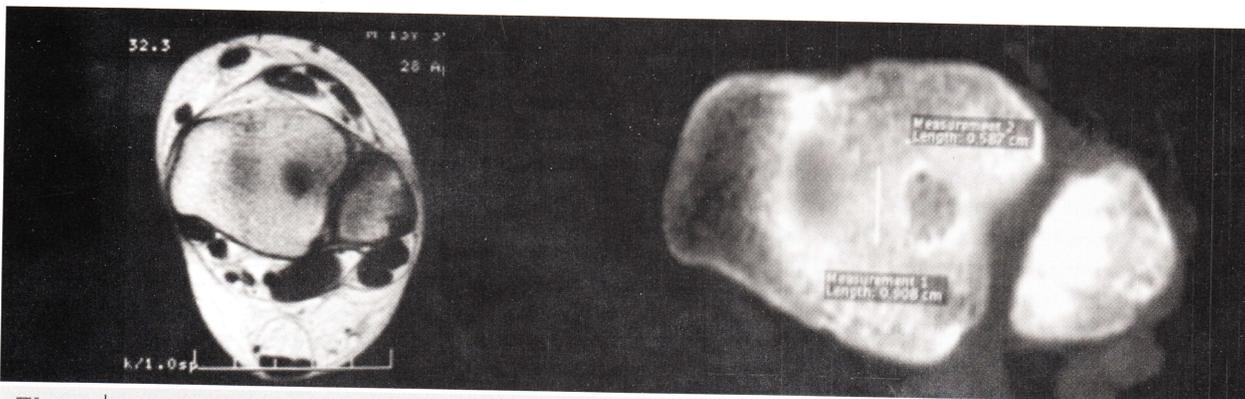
Diagnóstico por Tomografía axial computada (TAC).
